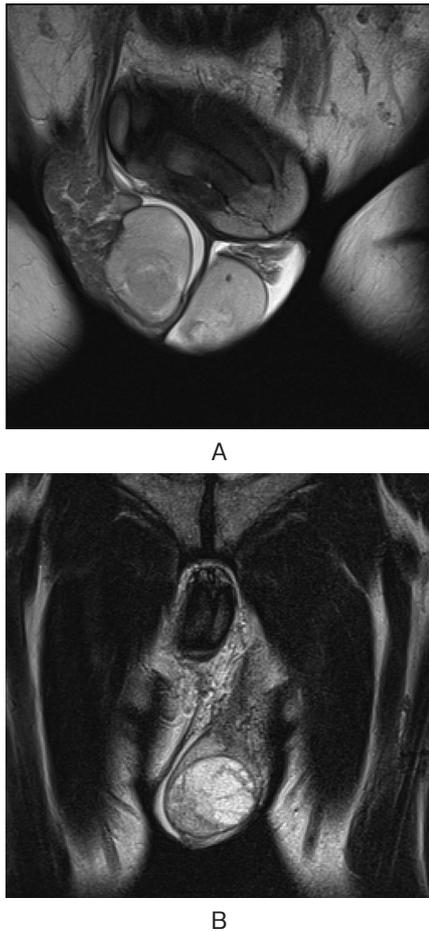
MRI (frontal section) showed low intensity right testicular solid tumor (2A) and high intensity left testicular multilocular tumor (2B).
